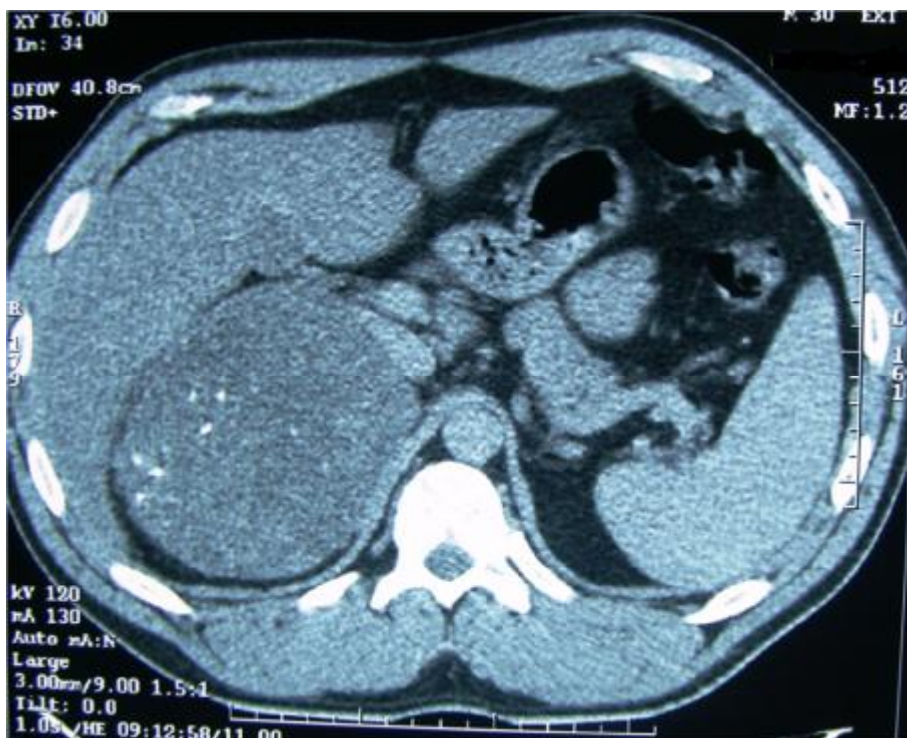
image TDM montrant une masse surrénalienne droite hétérogène
